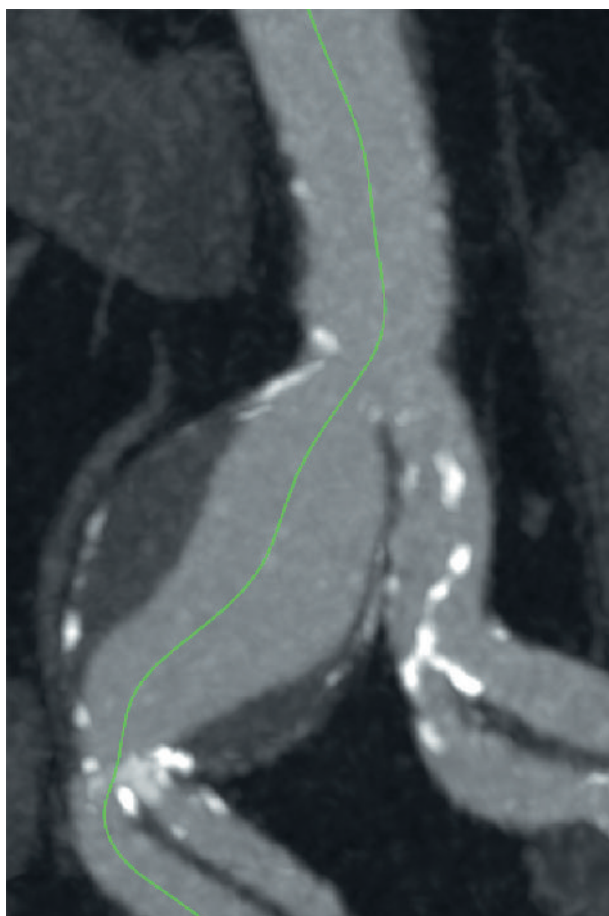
Результат МСКТ-аортографии пациента С. от августа 2018 г.
